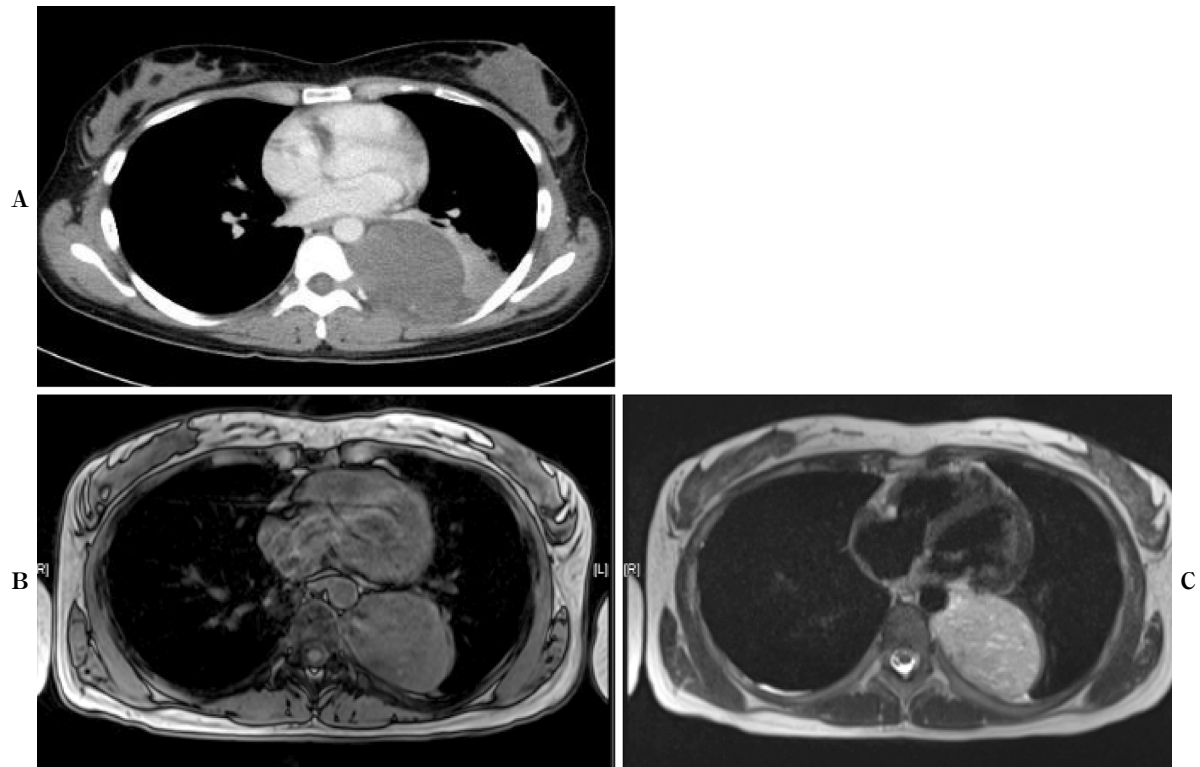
A: Chest computed tomography show a well-delineated mass measuring 100×65 mm in diameter along the left paravertebral space with atelectasis of the left lower lung. B, C: Enhanced chest MRI shows a low signal intensity on T1WI (B) and heterogeneous high signal intensity on T2WI (C).
